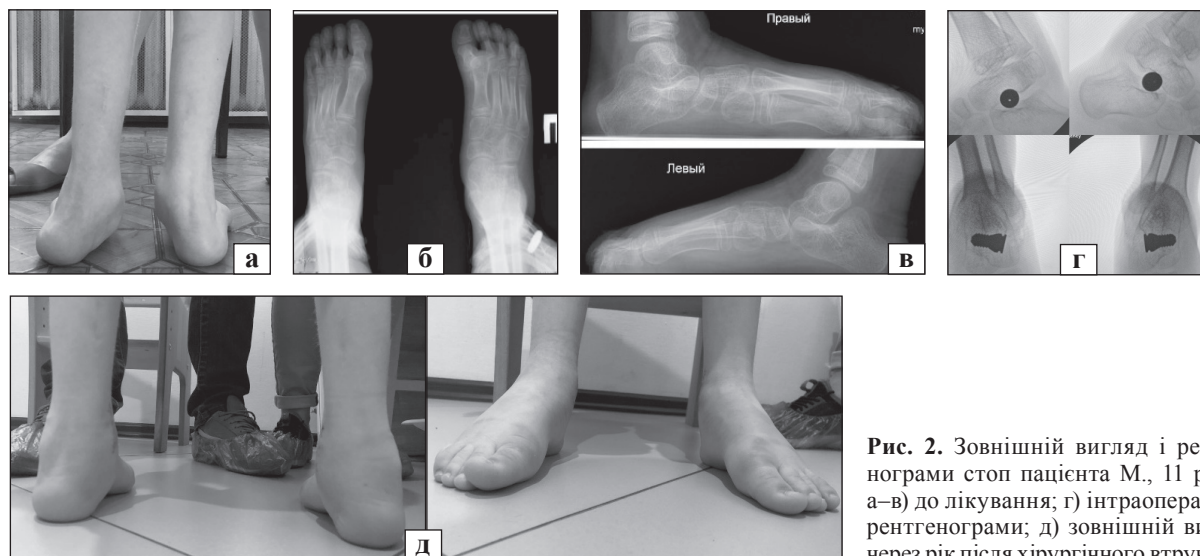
Зовнішній вигляд і рентгенограми стоп пацієнта М., 11 років: а–в) до лікування; г) інтраопераційні рентгенограми; д) зовнішній вигляд через рік після хірургічного втручання
